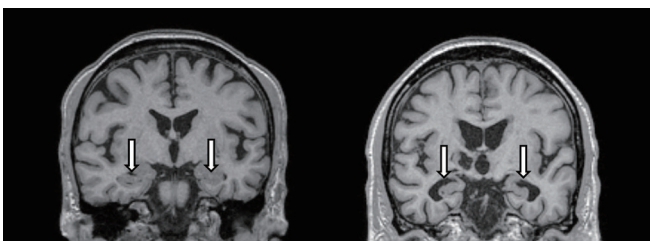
認知機能が正常域にある高齢者（左）と認知症疑いのある高齢者（右）のMRI画像
